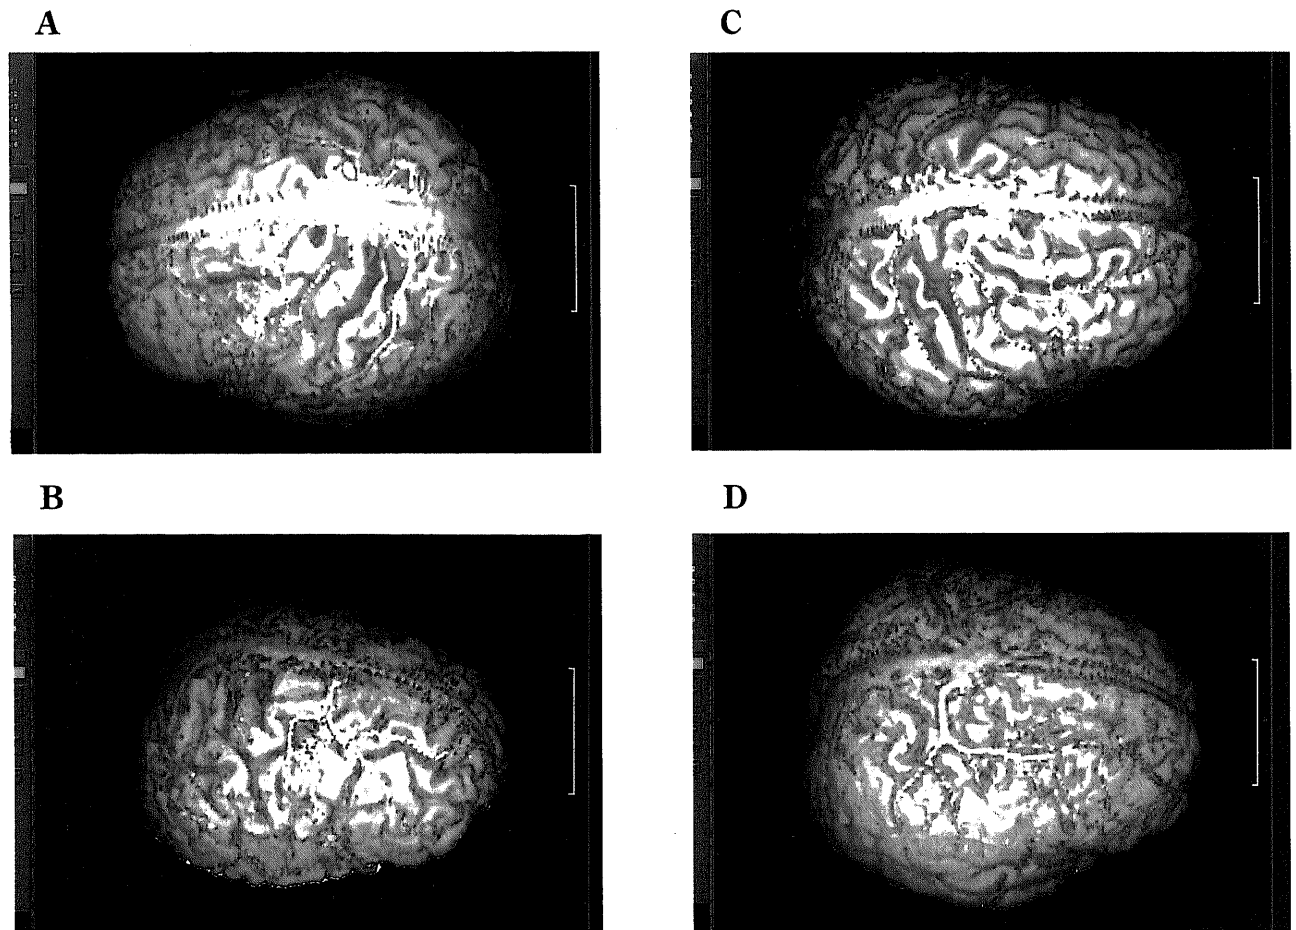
Drainage patterns of superficial cortical vein in 3D-MRI. (A) Type A. The ascending frontal vein, the vein of Trolard and the vein of Roland were seen. (B) Type B. The transverse frontal vein and the vein of Trolard drained into each other. (C) Type C. The transverse frontal vein ran across the ascending frontal vein. The vein of Roland anastomosed with the vein of the sylvian fissure. (D) Type D. Large transverse frontal vein ran parallel to the superior sagittal sinus and between the superior and the middle frontal gyri. It finally drained into the superior sagittal sinus at the precentral sulcus, and allowed widespread venous drainage from the left frontal lobe. Bar=5cm.
